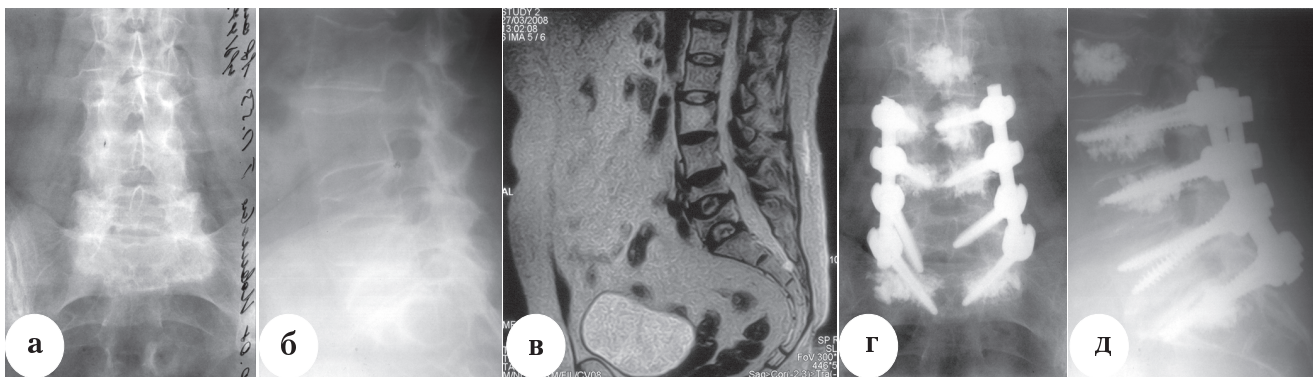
Больная Н. с нестабильными компрессионными переломами L₄, L₅ позвонков на фоне остеопороза: а, б – рентгенограммы до лечения; в – МРТ до лечения, г, д – рентгенограммы после оперативного лечения с установкой транспедикулярной конструкции и дополнительной вертебропластикой фиксируемых позвонков костным цементом
